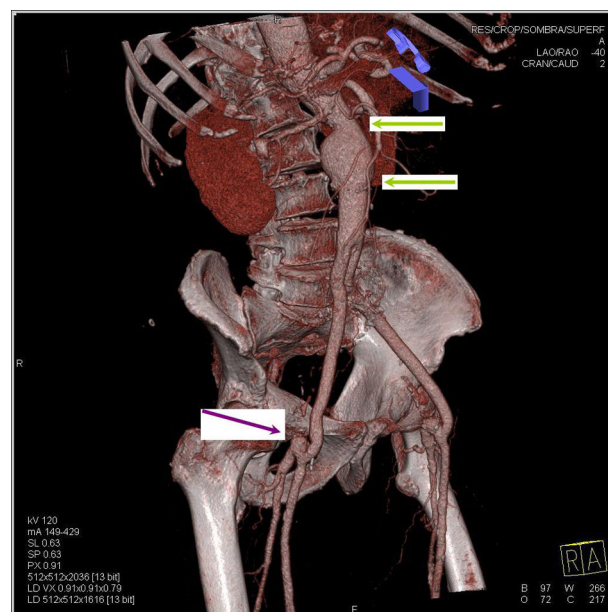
Reconstrucción *rendering* de una angio-TAC de abdomen, donde se observa el aneurisma de aorta abdominal yuxtarenal, que se extiende desde las arterias renales hasta la zona de la anastomosis aorto-aórtica (flechas negras). También se observan las ligaduras de las arterias femorales comunes, superiores a la anastomosis distal del injerto (flecha gris).
